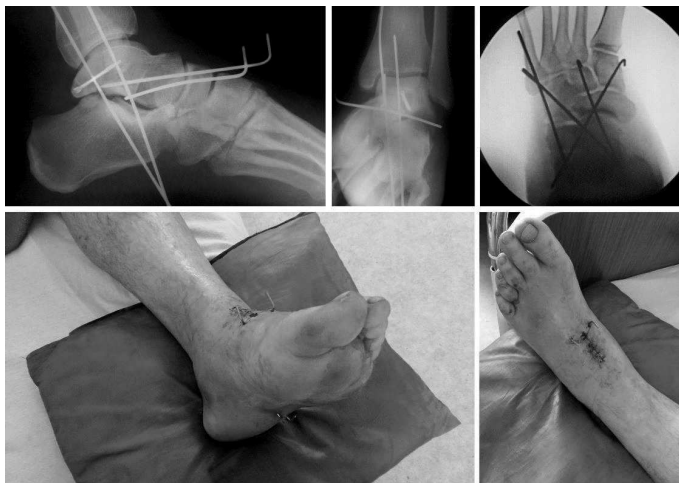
Фотовідбитки рентгенограм і зовнішній вигляд стопи після операції
